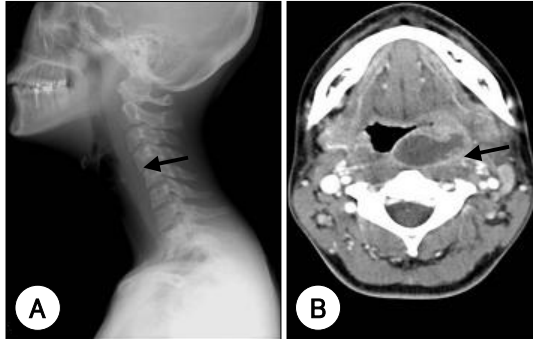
Retropharyngeal Abscess. A : The lateral neck x-ray film shows increased retropharyngeal space. B : The CT scan demonstrated retropharyngeal abscess.
